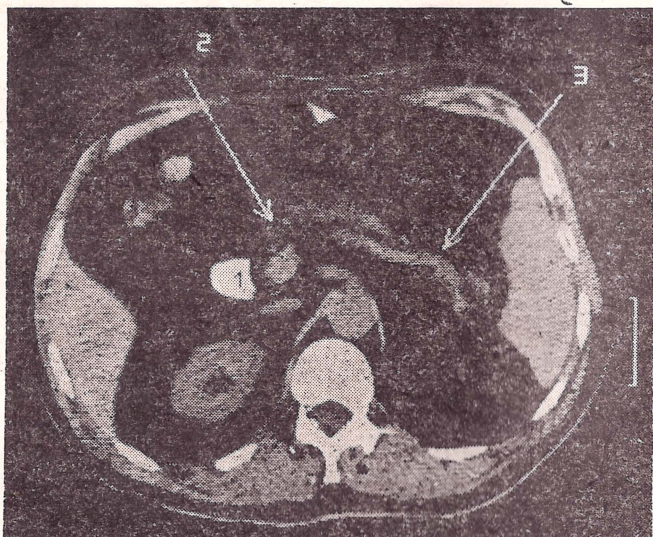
КТ. Хронический панкреатит:
